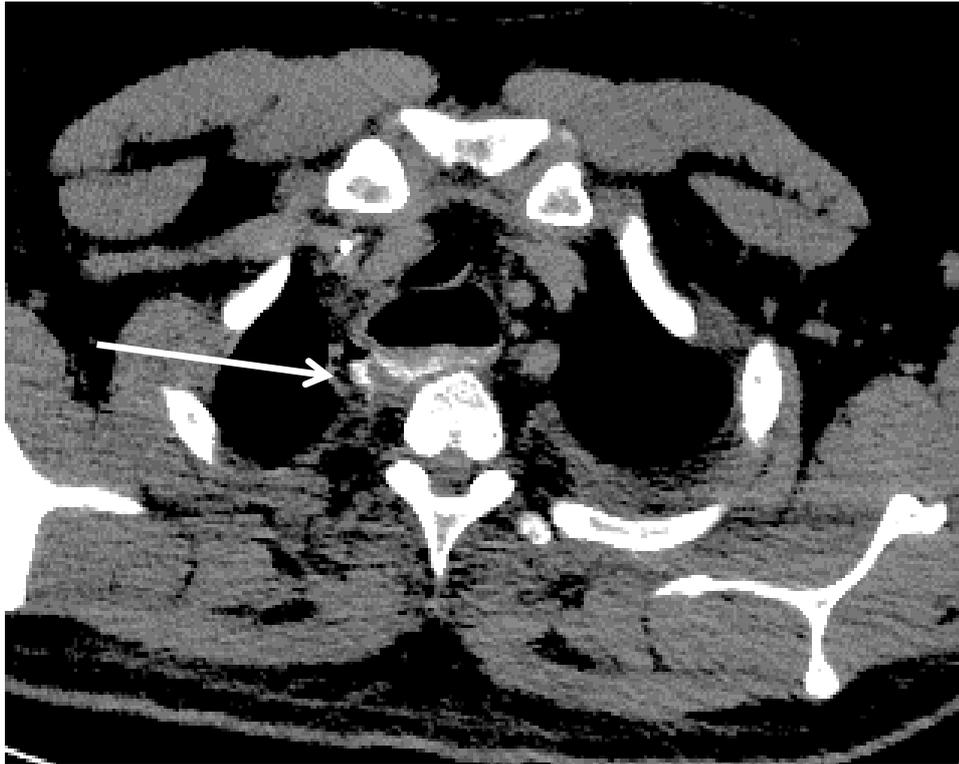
Компьютерная томограмма с пероральным приемом водорастворимого контрастного вещества. Аксиальная проекция, мягкотканый режим. Контрастное вещество справа от стенки пищевода в виде линейного отграниченного затека (указан стрелкой).
